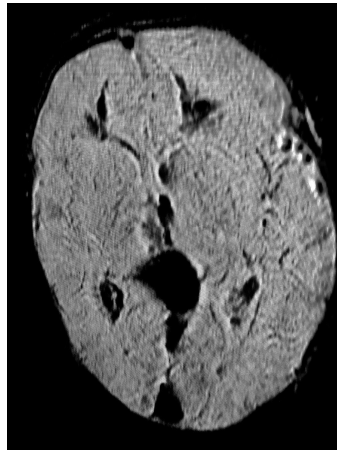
Secuencias de resonancia magnética en un recién nacido con TSVC.
